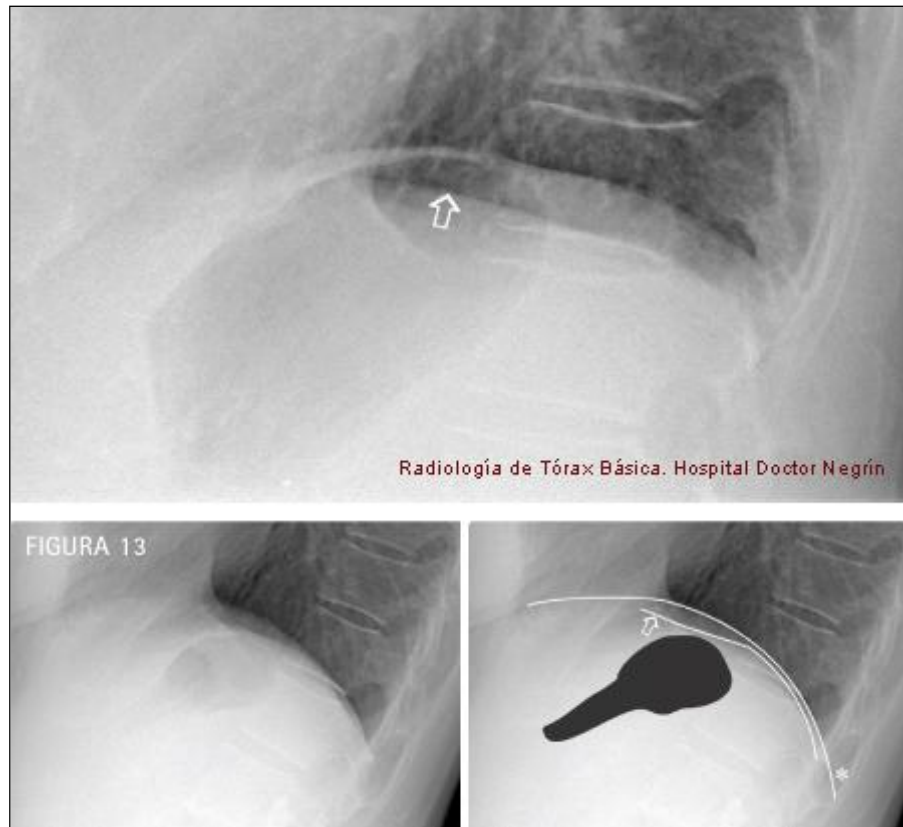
Radiografía lateral de tórax. Figura superior: En la radiografía lateral, si un hemidiafragma se encuentra más bajo que la zona más elevada de la cámara gástrica, será el derecho (señalado con una flecha).
